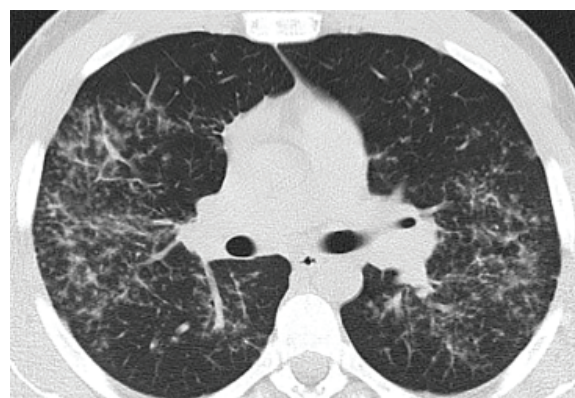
Пацієнт М., 23 років. КТ ОГП, аксіальний зріз: різко виражене поширене скупчення гранульом (3 бали)
